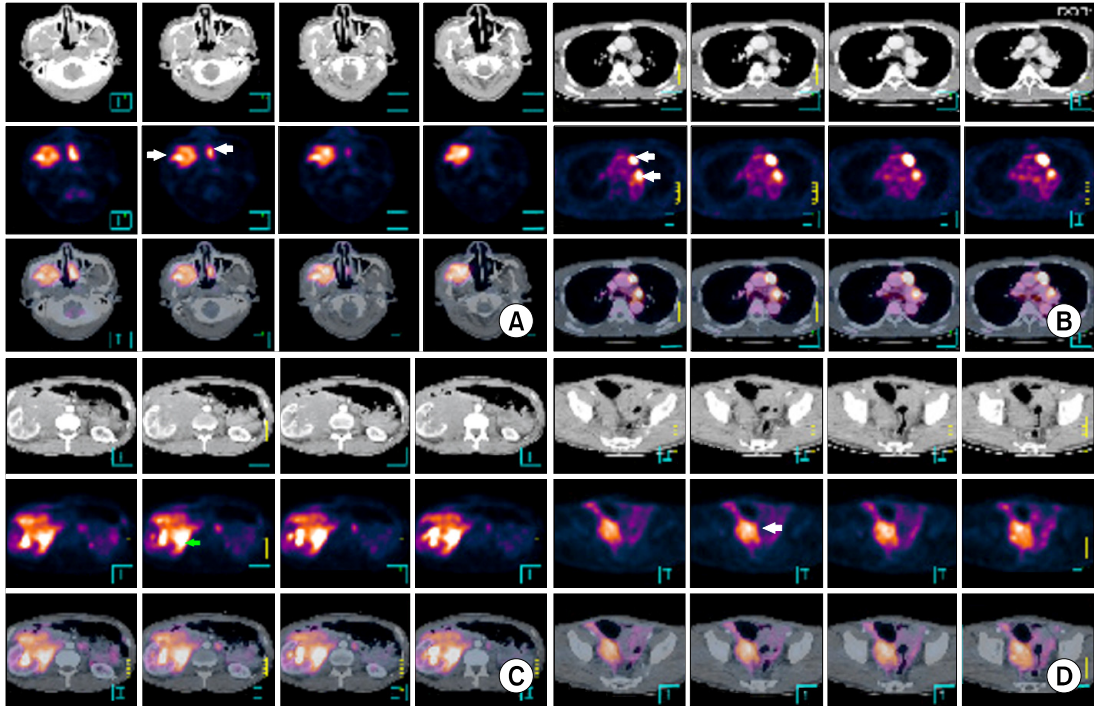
PET (positron emission tomography) scan shows hypermetabolic masses (green arrow) in right maxillary sinus, left ethmoidal air cell (A), para-aortic lymph nodes (B), right hilar kidney (C) and right common iliac area (D).
